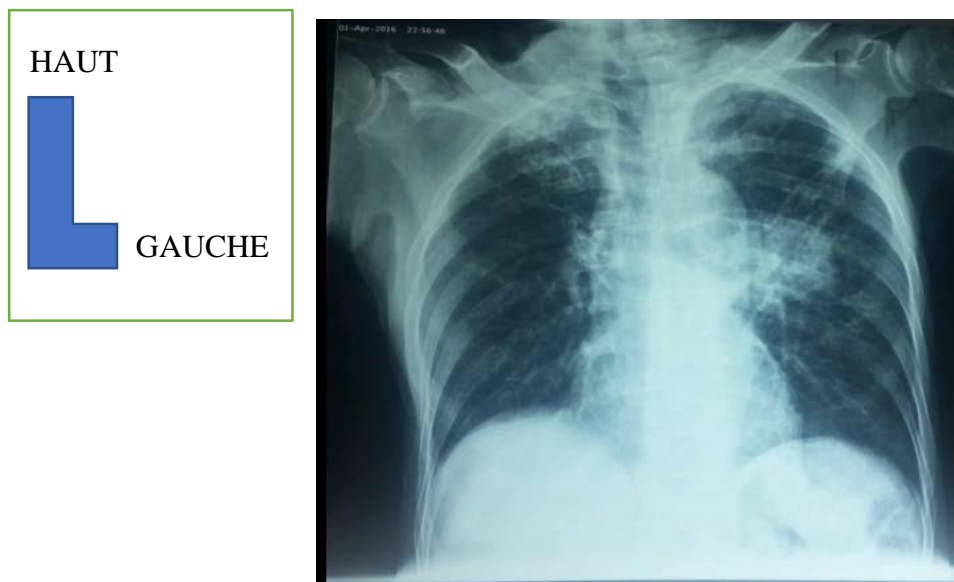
Radiographie thoracique de face montrant une opacité hilairale gauche, hétérogène, spéculée, irrégulière avec une limite interne noyée dans le médiastin (Iconographie PPH Point G)
